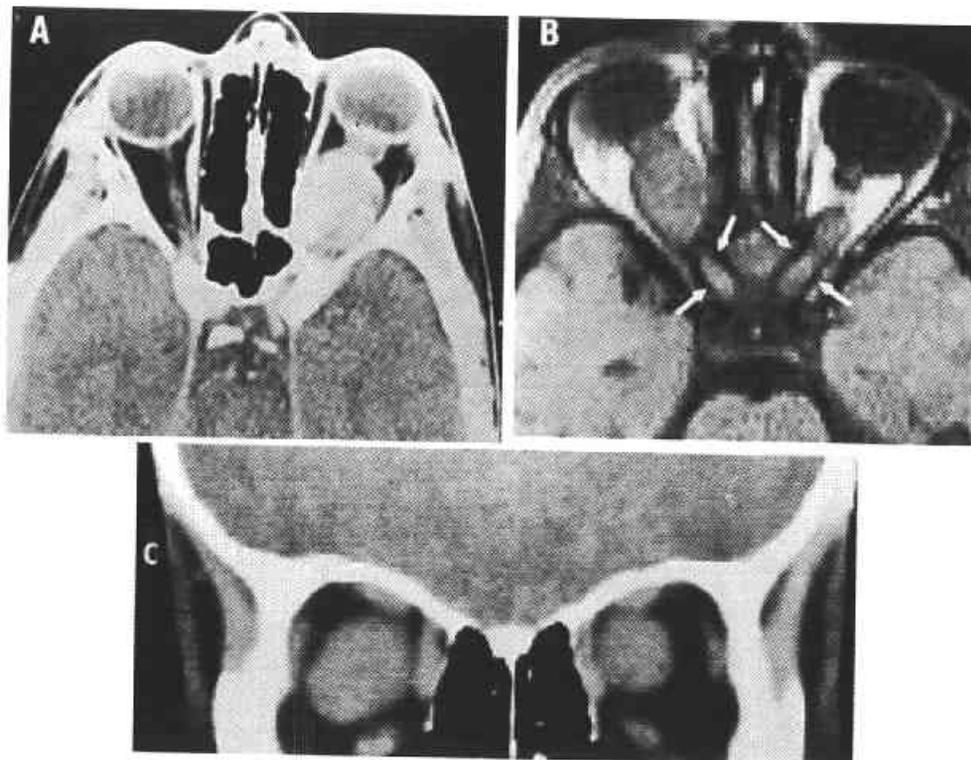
A. Corte axial de RMN T2 en donde se observa un engrosamiento excrescente del nervio óptico derecho hiperdenso, imagen típica de glioma. B. Corte axial de RMN T1 en donde se observa gliomas bilaterales en un paciente con neurofibromatosis tipo 1. C. Corte coronal en donde se observa el engrosamiento hiperintenso, del nervio óptico derecho, de intensidad homogénea; no se observa el espacio subaracnoideo.
